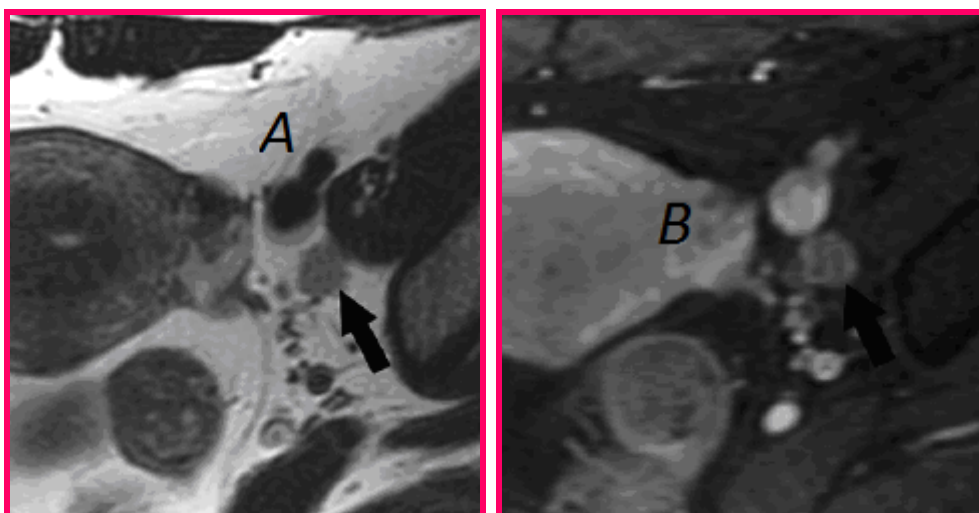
IRM coupe (A) Axial T2 Axial, (B) T1 gado FS Ganglion iliaque externe sous-veineux gauche envahi, mesurant 11 mm de petit axe, de contours spiculés, en discret hypersignal T2, se rehaussant de façon hétérogène.
